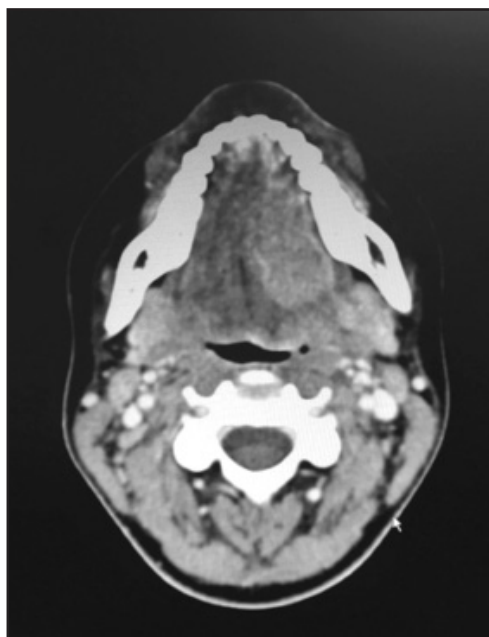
Imágenes del TC de la paciente. Corte axial. Tumoración en hemilengua izquierda.
